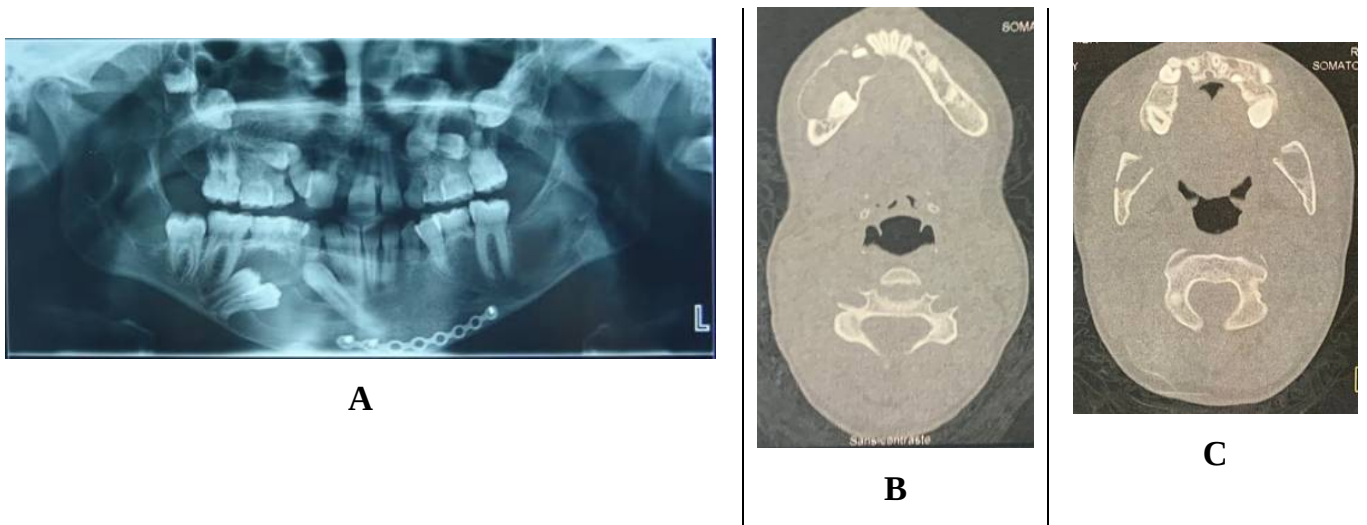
Orthopantomogramme et images tomodensitométriques
